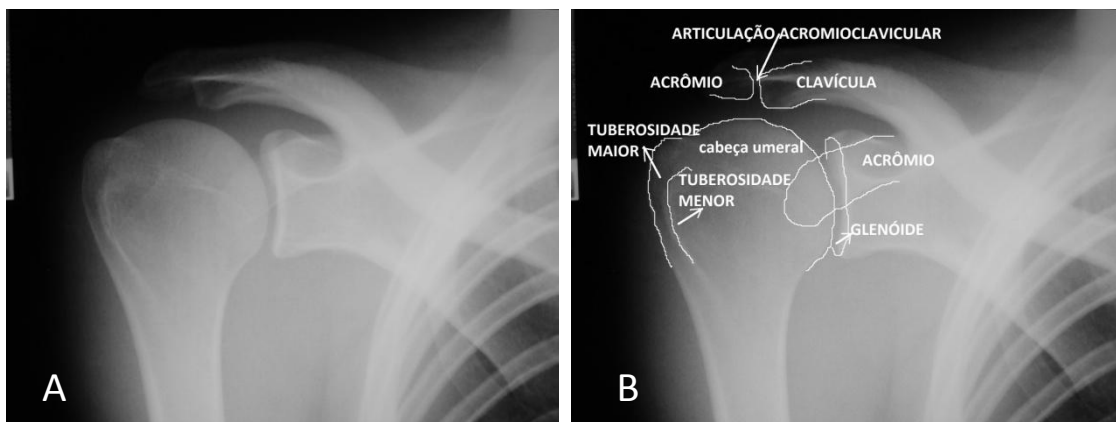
(A) Radiografia do ombro direito na incidência anteroposterior verdadeiro (B) Parâmetros anatômicos vistos na radiografia
